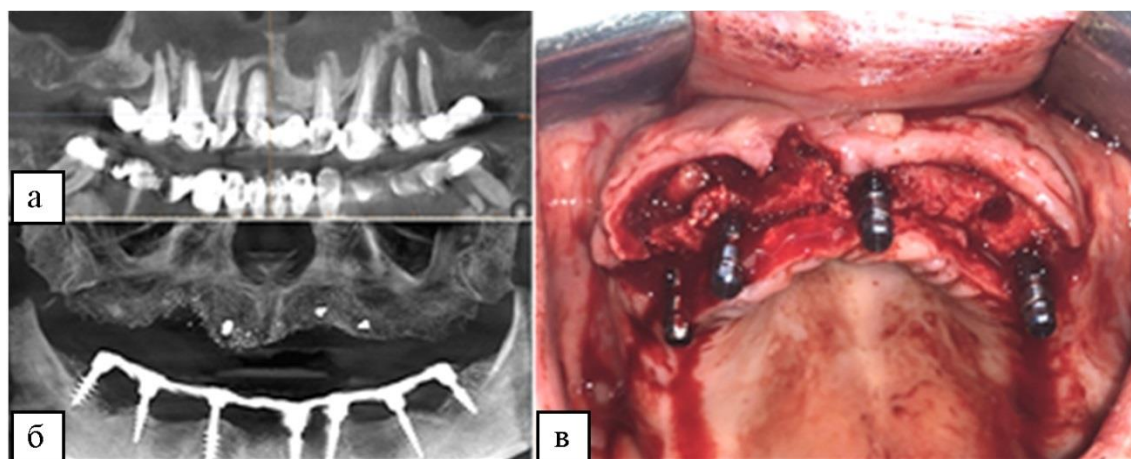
Состояние альвеолярного гребня верхней челюсти пациентки Б. 52 лет до и после билатеральной реконструкции с использованием ординарных (1-й сегмент) и содержащих СВФ-ЖТ (2-й сегмент) костнопластических материалов: а) КТ до лечения – генерализованный пародонтит, множественные кисты и кистогранулемы верхней челюсти, субтотальная атрофия альвеолярного гребня; б) КТ перед дентальной имплантацией – в 1-м сегменте не произошло формирования ожидаемого объема опорных тканей, определяется неоднородность структуры регенерата; во 2-м сегменте отмечается двукратное и равномерное увеличение альвеолярного гребня за счет формирования однородной трабекулярной структуры; в) установка ДИ, интраоперационное фото – в 1-м сегменте рыхлая кость с большим количеством неинтегрированных гранул остеокондуктора; во 2-м сегменте плотная однородная хорошо кровоснабжаемая кость
